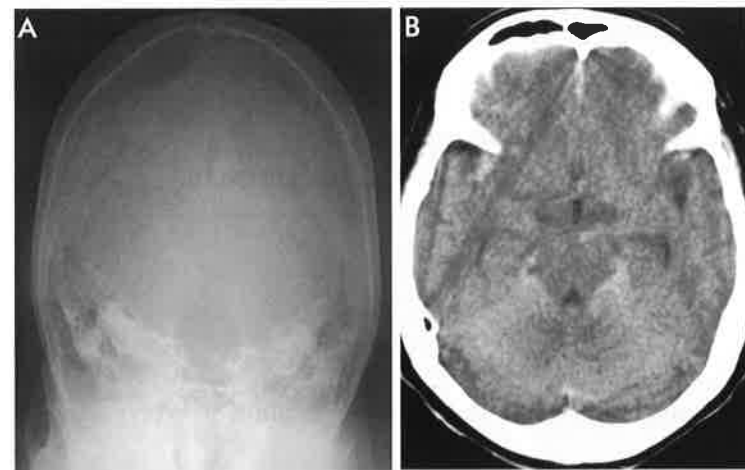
A: A plain craniogram (Town's view) shows a mid-line linear fracture of the occipital bone. B: CT scanning at admission shows mild subarachnoid hemorrhage in the ambient cistern and on the superior surface of the cerebellum.
